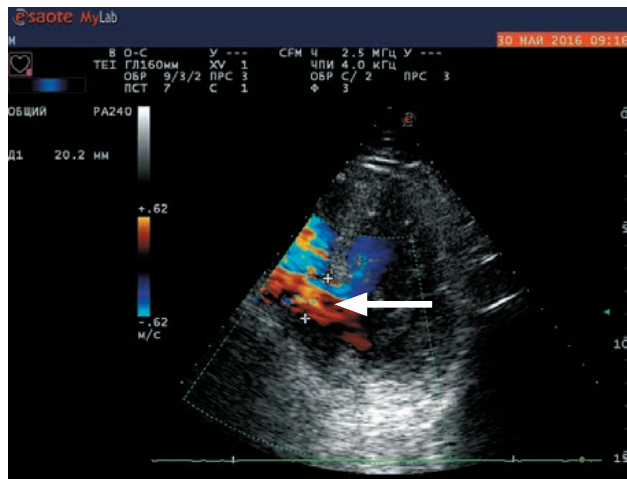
Эхокардиография. Дефект межжелудочковой перегородки размером приблизительно 20 мм
